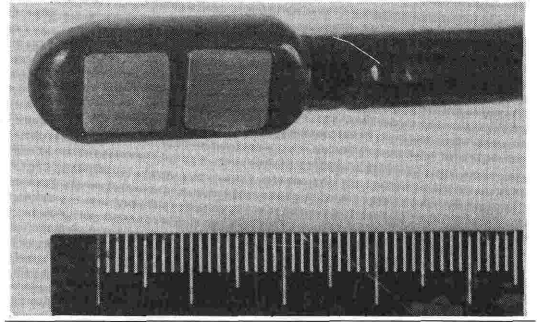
Bi-plane color Doppler transesophageal transducer.
